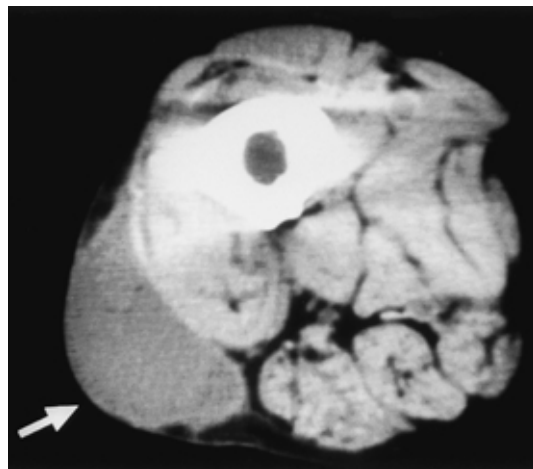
CT scan of the right thigh showing water density mass on the lateral side (July 17, 1995).
